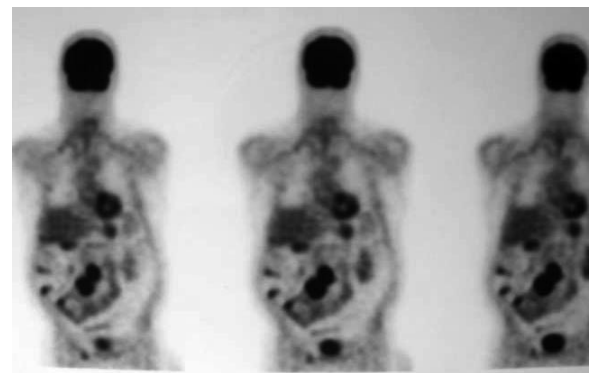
PET con hipercaptación a nivel abdominal, que corresponde a la metástasis ganglionar demostrada en TAC y RMN. No se observa captación patológica a nivel pulmonar.
